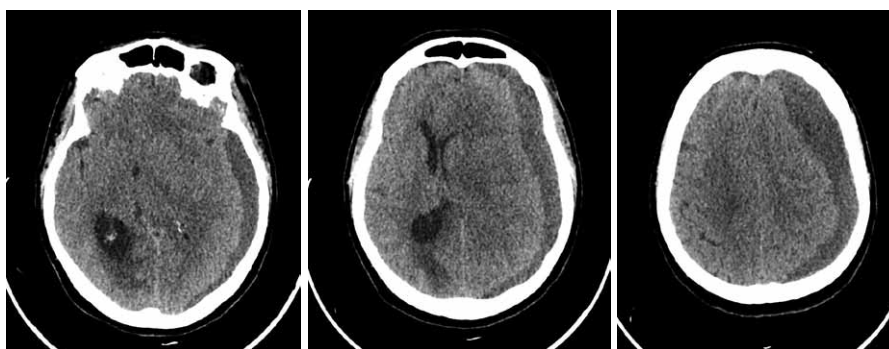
КТ головного мозга пациентки до операции
